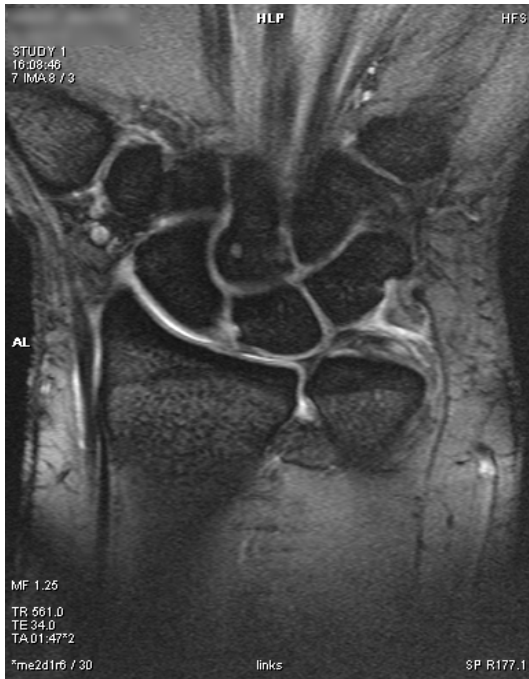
MRT: TFC- Teilruptur; SL- Ruptur; Pannus/ Erguß; leichte Knorpelschädigung; koronare Schichtführung; medic-Sequenz (Gradientenecho).
